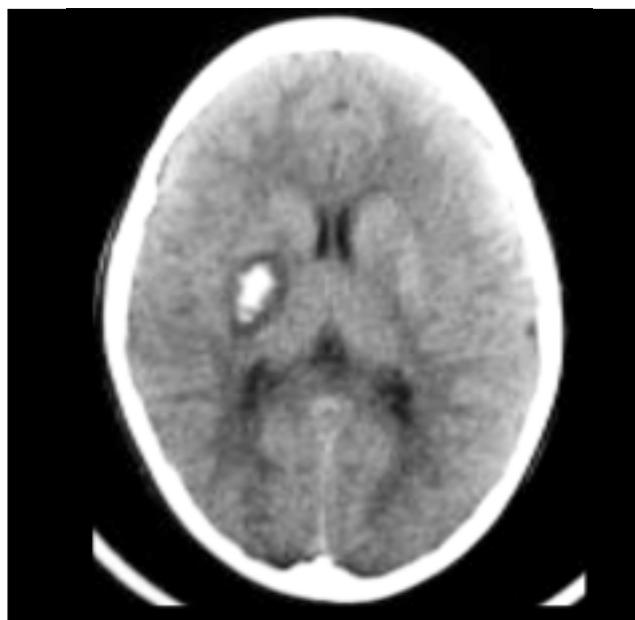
Tomografía computada donde se observa hematoma en región lenticular derecha con edema perilesional.
